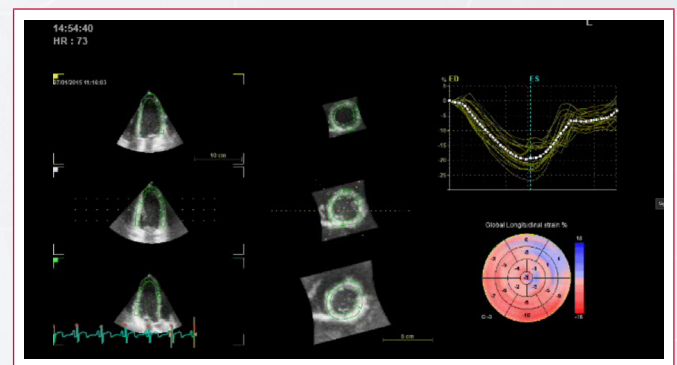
A: Doppler tisular anillo mitral septal; B: Doppler tisular anillo mitral lateral; C: *strain* del ventrículo izquierdo; D: fracción de eyección del ventrículo izquierdo
